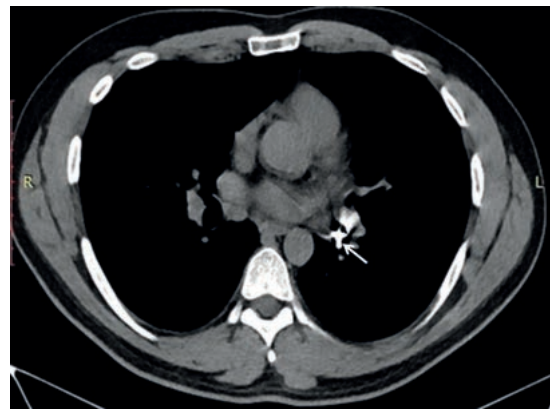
Компьютерная томограмма груди
